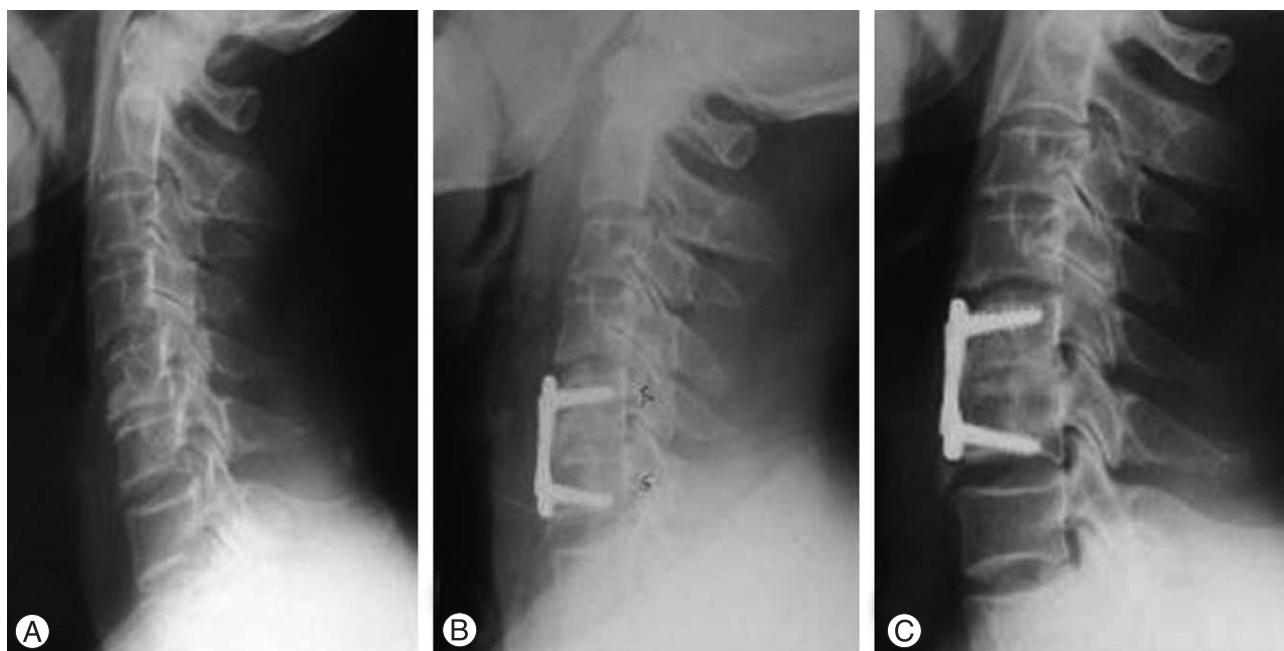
(A) 54 years old male has a HNP in C 5-6 level. Preoperative plain lateral radiograph shows degenerative changes in upper and lower adjacent-levels. (B) Postoperative plain lateral radiograph shows anterior interbody fusion with anterior plate and upper and lower plate-disc distance are closer than 5 mm. (C) Last follow-up (postoperative 25 months) plain lateral radiograph shows graft subsidence more than 2 mm and grade 1 change in upper adjacent level and grade 2 change in lower adjacent level.
